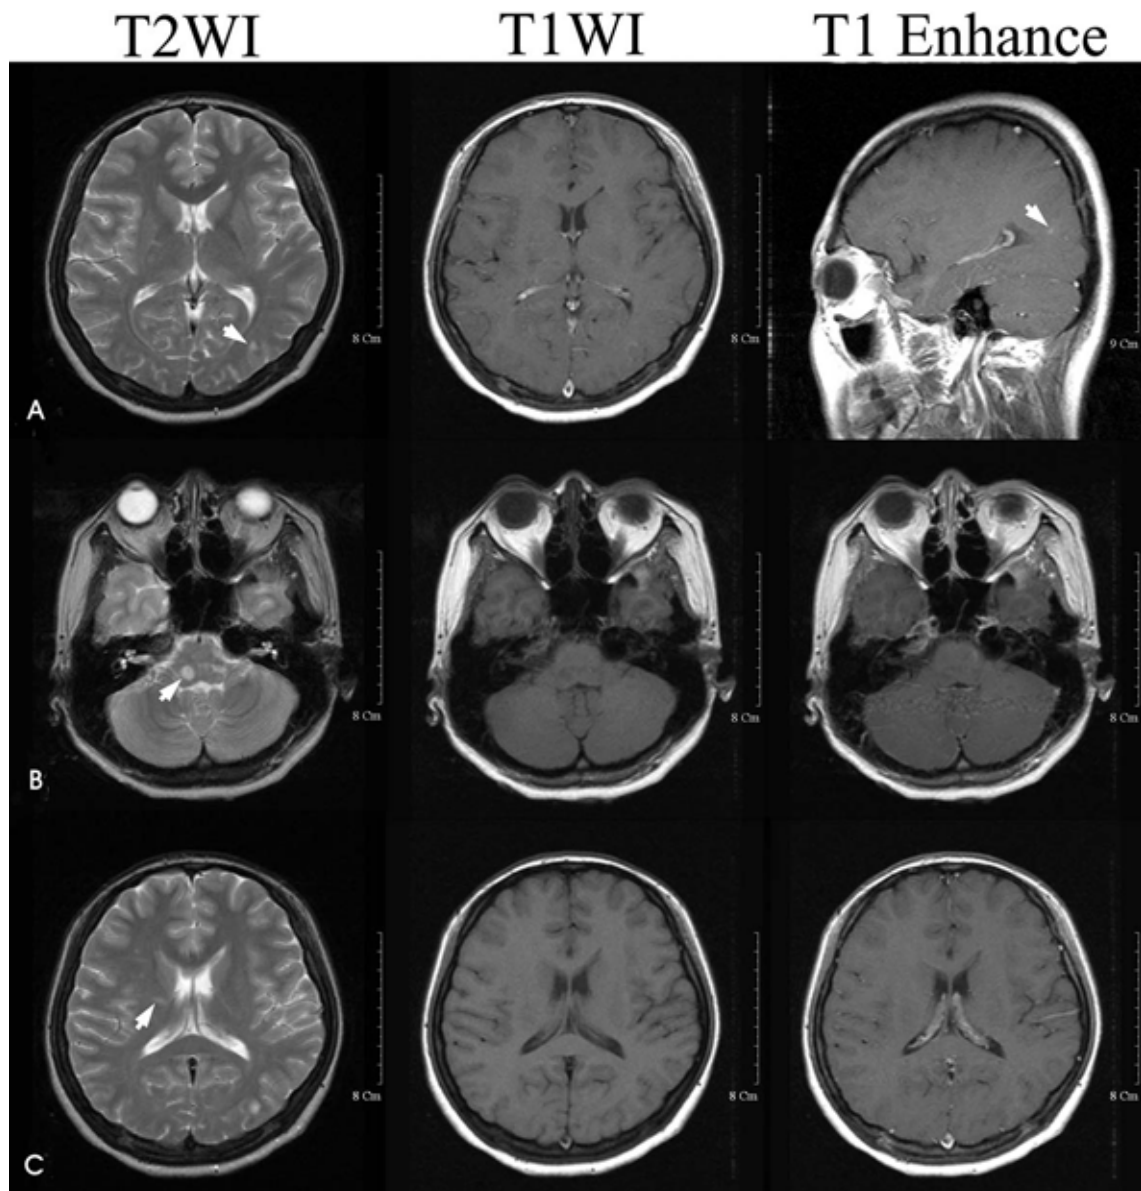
Brain MRI. Upper row (A) reveals a Gadolinium-enhanced small lesion in juxtacortical area in left parietal cortex. Middle row (B) reveals an infratentorial lesion in right pons that is hyper-intense in T2-weighted image and hypo-intense in T1 weighted image. Lower row (C) reveals a basal ganglia lesion in right side that is hyper-intense in T2-weighted image and iso-intense in T1 weighted image.
